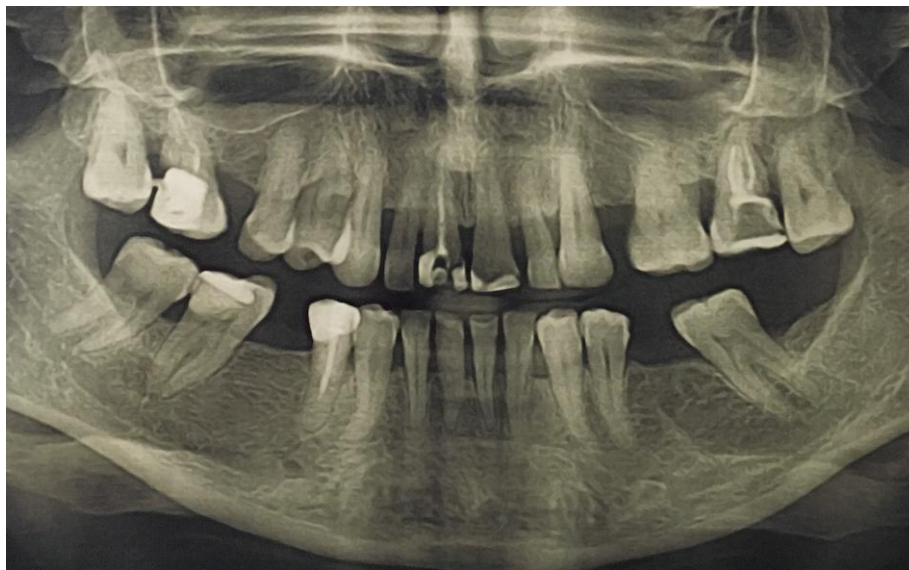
(a.). Pacientul A., ortopantomografia până la tratament.
